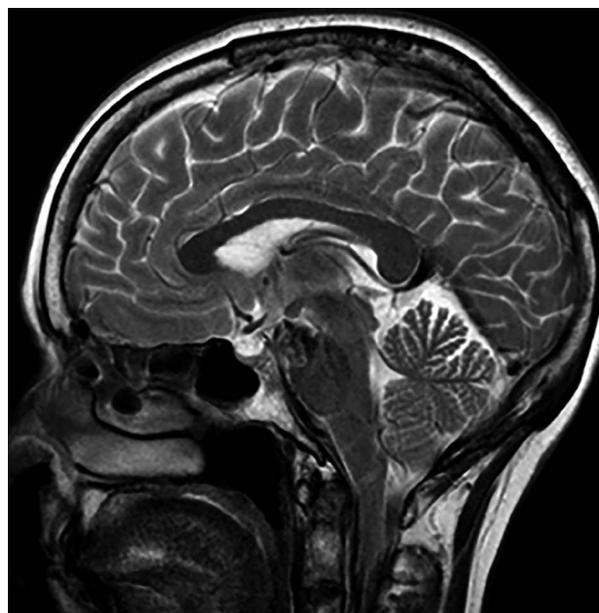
Resonancia magnética. Corte sagital. Lesión redondeada heterogénea con zonas hipo e isointensas por delante de hemiprotuberancia. Pretratamiento.
